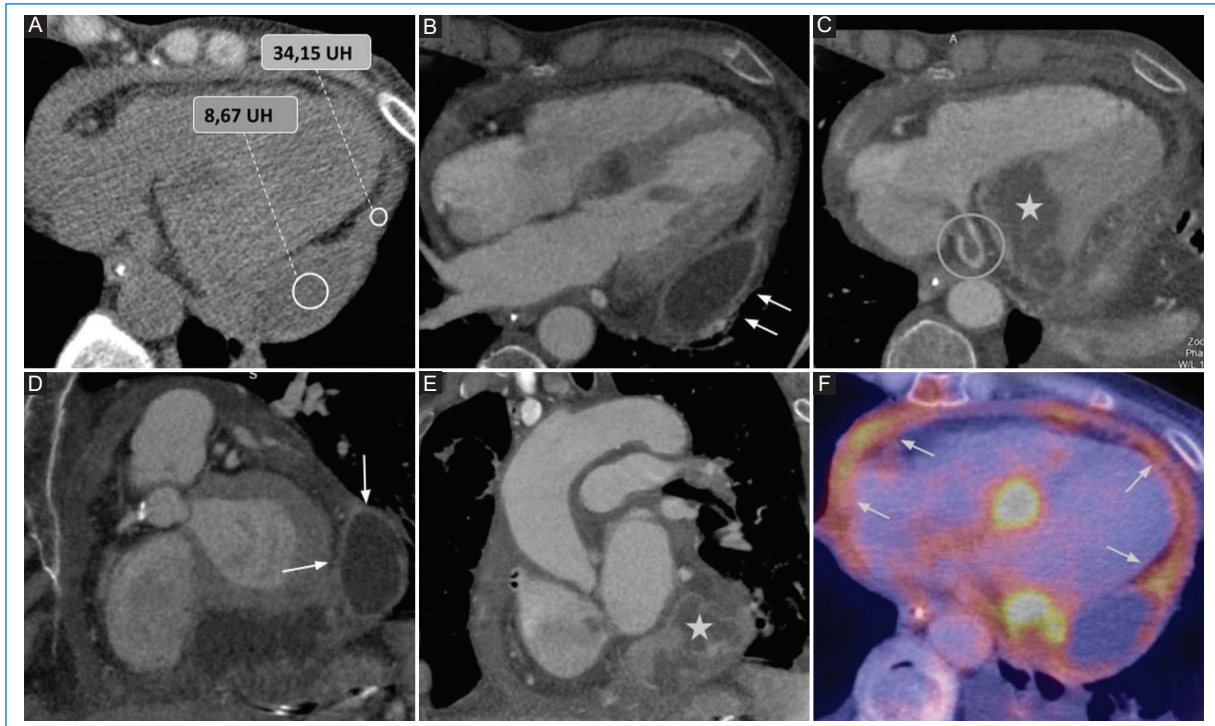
Metástasis en pericardio de carcinoma escamoso de lengua. A y C: TCMC sin y con contraste endovenoso en ventana de partes blandas planos axiales. Se observa extenso compromiso del pericardio a expensas de DP de tipo exudado (de densidad 34,15 UH en A) y una colección líquida (de densidad 8,67 UH en A), que muestra realce parietal (flechas blancas en B). C: se evidencia además infiltración tumoral del ventrículo izquierdo (*) y la presencia de un trombo en el seno venoso (círculo gris oscuro). D y E: la TCMC ventana de partes blandas con contraste endovenoso en planos sagital y coronal muestra la colección mencionada (flechas blancas) e infiltración tumoral del ventrículo izquierdo (*). F: la tomografía por emisión de positrones pone en evidencia áreas hipermetabólicas del DP (flechas grises) en coincidencia con los hallazgos de la TCMC.
